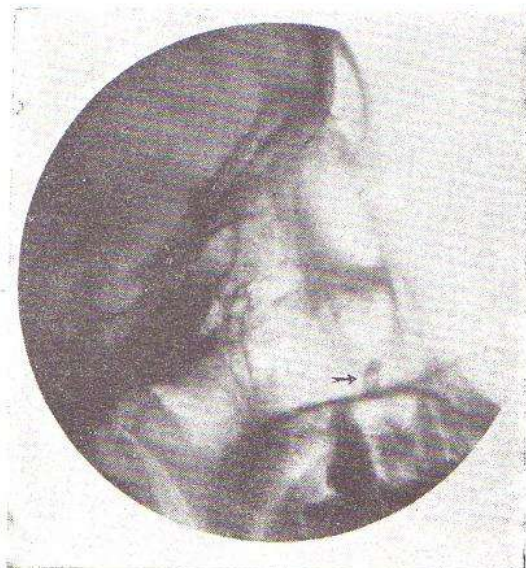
Radiografía de la cabeza en incidencia lateral. La flecha señala una raíz dentaria proyectada, durante el curso de una intervención quirúrgica en el seno maxilar.
